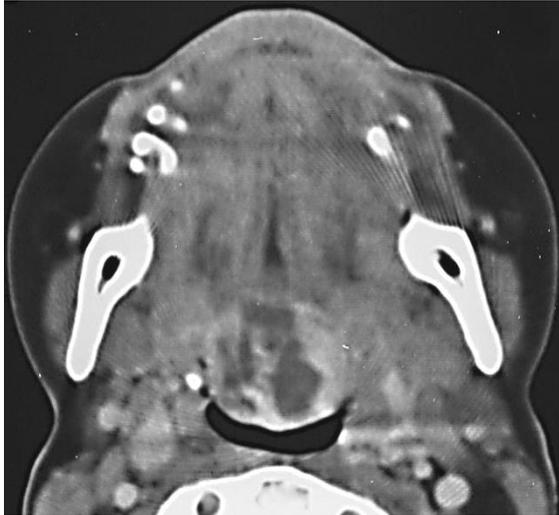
Imagen de TAC de tiroides lingual
